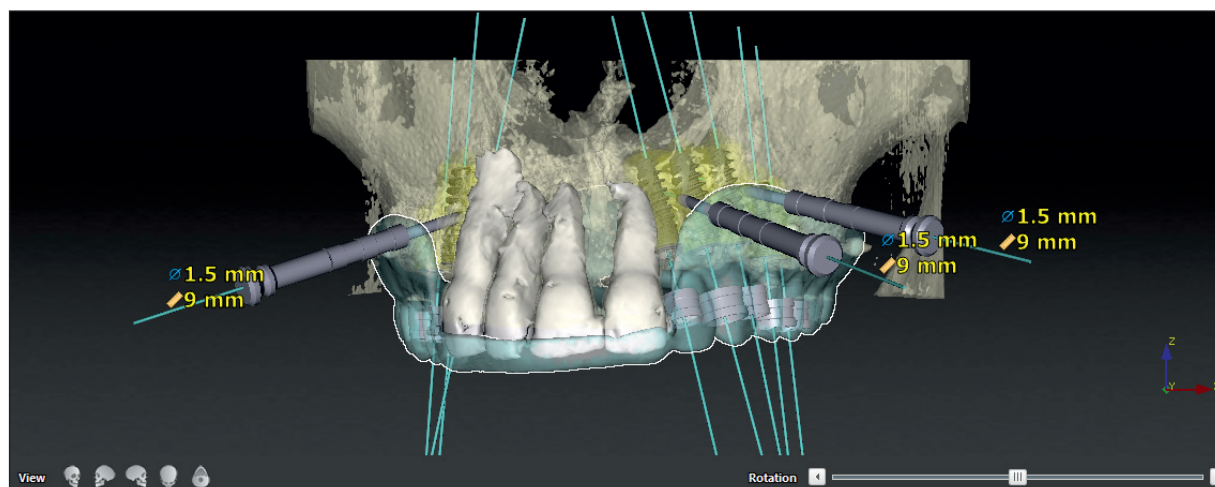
NobelClinician – 3-D visualization of hard tissues with a radiographic template and planned implants.
